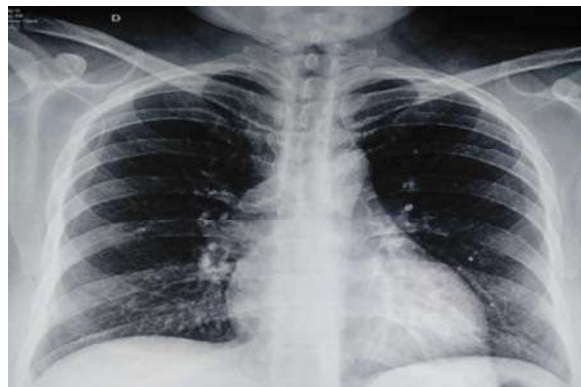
Radiografía de tórax. Fuente: Resultados del estudio.
